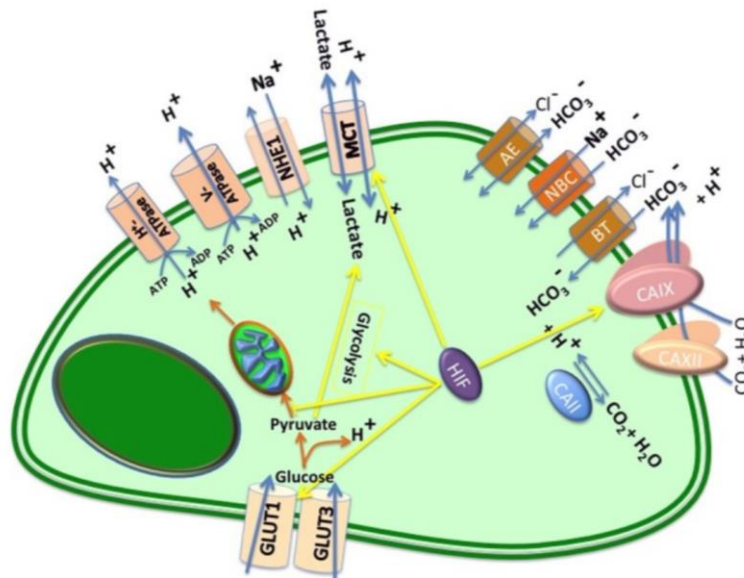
Zentrale pH-Regulationsmechanismen einer Tumorzelle. Glukose wird über spezifische Transporter (GLUT) in die Zelle aufgenommen und zu Pyruvat metabolisiert, um 2 Einheiten des Energieträgers Adenosintriphosphat (ATP) zu generieren. Unter aeroben Bedingungen kann Pyruvat in den Mitochondrien bis zur oxidativen Phosphorylierung metabolisiert werden, wodurch die Bildung von etwa 36 weiteren Einheiten ATP möglich ist. Im Rahmen der anaeroben Glykolyse wird Pyruvat dagegen zu Laktat reduziert. Durch beide Prozesse, insbesondere aber bei gesteigerter Glykolyserate, akkumulieren intrazellulär Protonen (H⁺). Um den pH-Wert zu stabilisieren, werden diese mithilfe von Bikarbonat-Ionen (HCO₃⁻) abgepuffert oder über verschiedene Mechanismen nach extrazellulär verlagert. Zentral beteiligt sind: Carboanhydrase-Isoenzym II, IX und XII (CA II, CA IX und CA XII), Bikarbonat-Transporter (BT), Natrium-Bikarbonat-Kotransporter (NBC), Anionen-Austauscher (AE), Monocarboxylat-Transporter (MCT), Natrium-Protonen-Austauscher (NHE) und ATP-abhängige Protonenpumpen (V-ATPase/H⁺-ATPase). Der Transkriptionsfaktor HIF induziert die Expression von wichtigen Komponenten der Glykolyse und der zellulären pH-Regulation [36]
